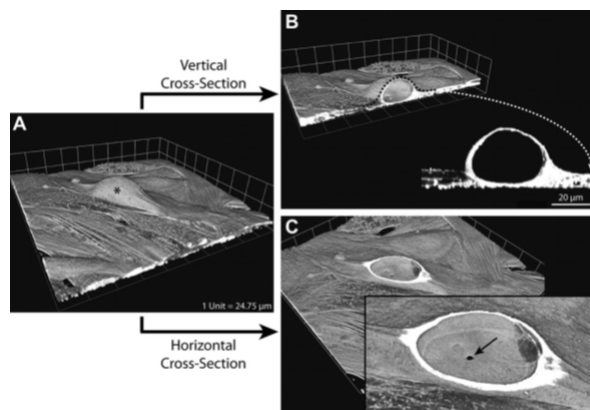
Imagen A se muestra una tomografía en 3D de una vacuola, en la imagen B se muestra un corte transversal de la vacuola en la que se observa su forma semiesférica y en la imagen C se muestra el orificio de entrada de HA a la vacuola (33).
